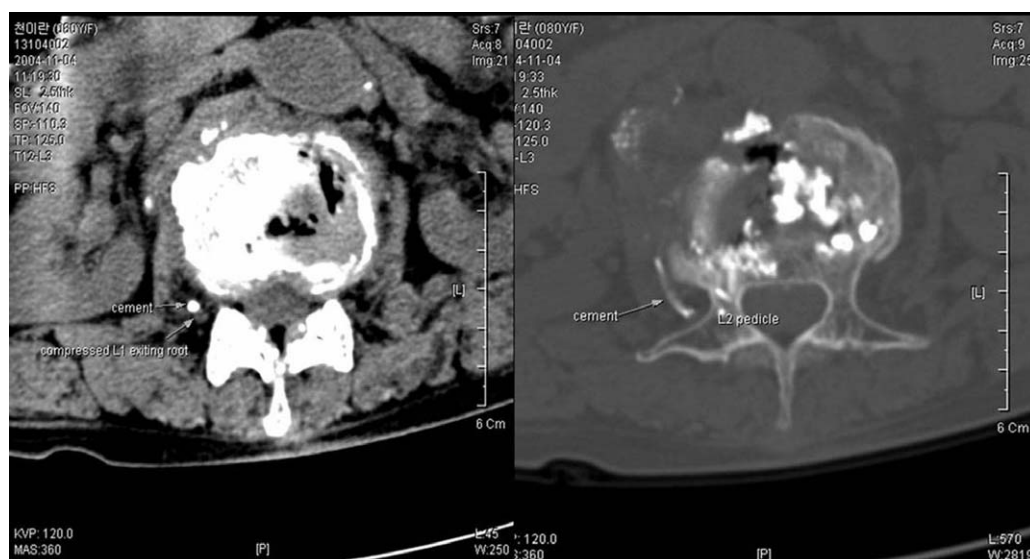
CT scan after vertebroplasty shows compressed L1 exiting nerve root by cement.
